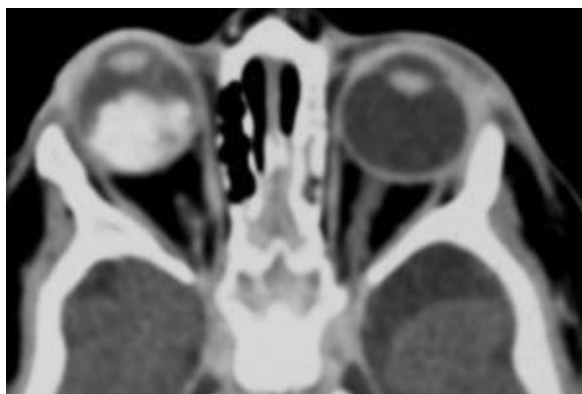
Tomodensitométrie (CT-scan) d'un volumineux rétinoblastome calcifié occupant la presque totalité de la loge vitrénne [26].
